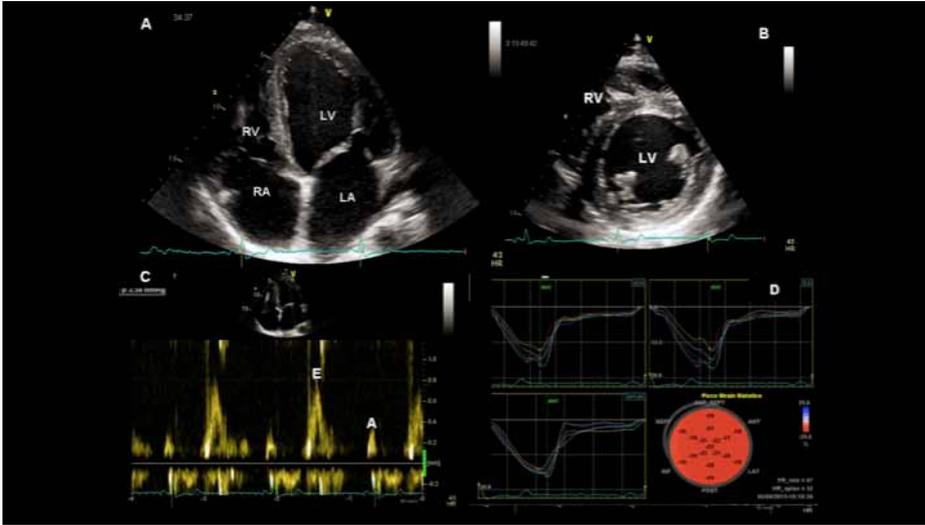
Importanza dell'ecocardiogramma nello studio del cuore d'atleta, con studio della morfologia in bidimensionale (A-B), della funzione diastolica con il Doppler transmitralico (C) e della deformazione regionale con strain bidimensionale (D)
